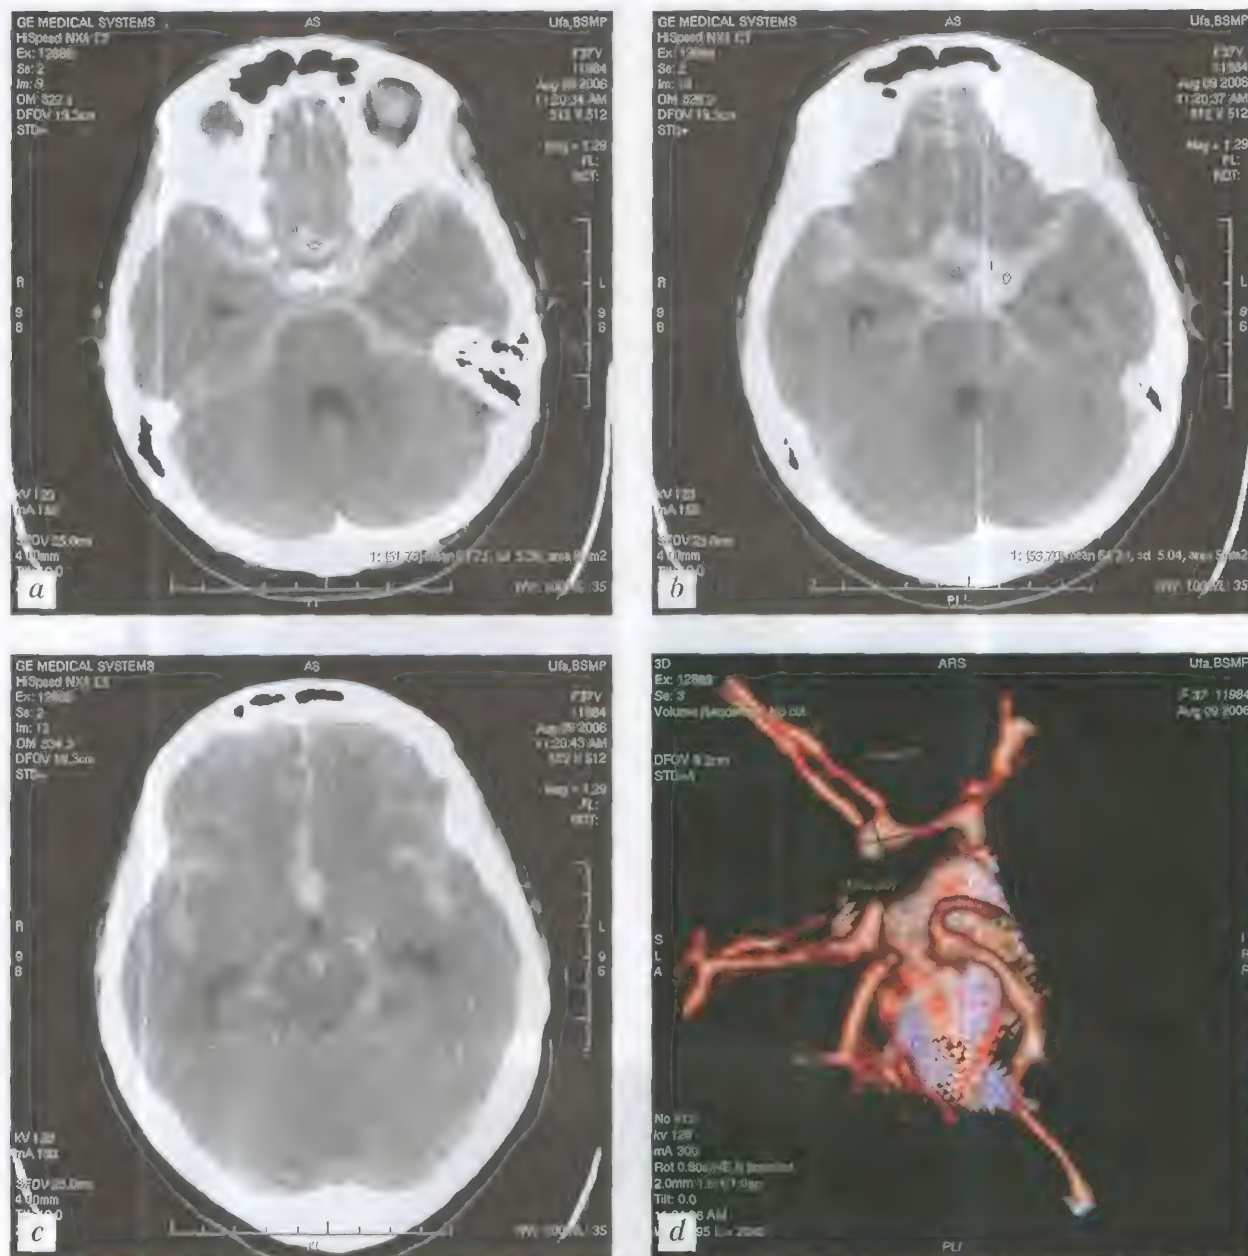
Больная С., 37 лет. Массивное субарахноидальное кровоизлияние. Аневризма передней соединительной артерии. КТ — а-с; СКТА — d
